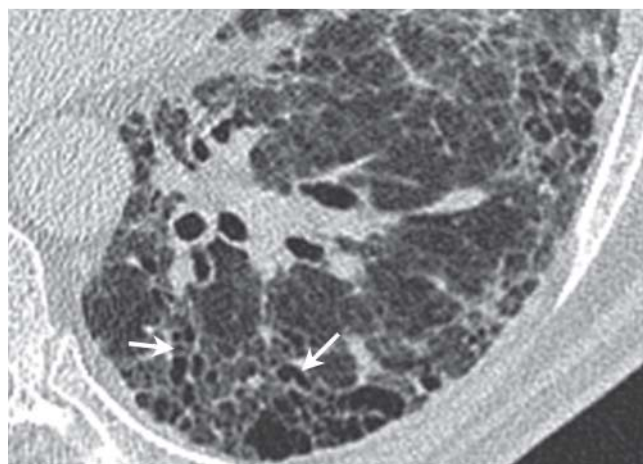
CT mit Traktionsbronchiektasen (Pfeile) bei Lungenfibrose.
